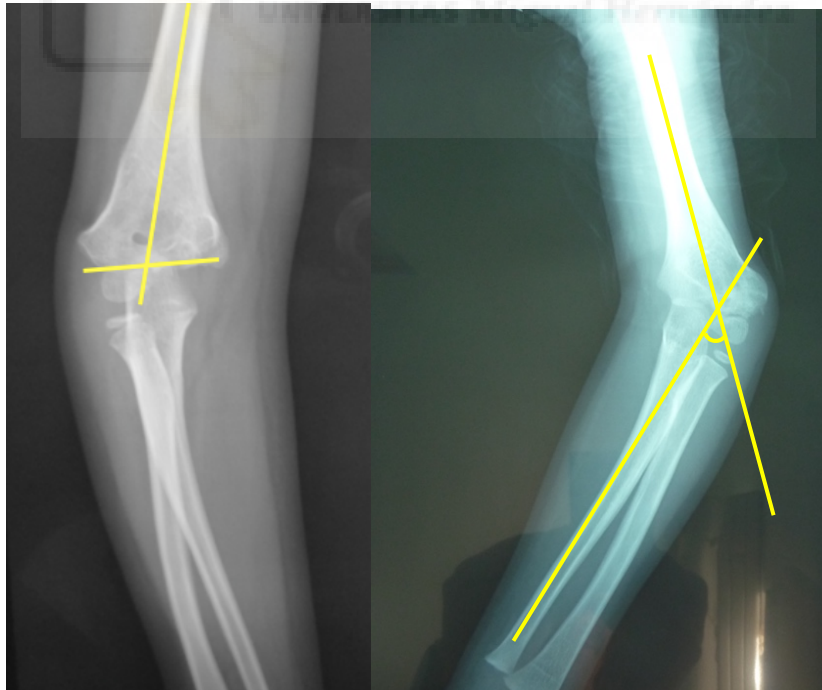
Izquierda: Medición del ángulo de Baumann en una radiografía anteroposterior. Derecha: Medición del ángulo HEW o de carga en una radiografía anteroposterior.
